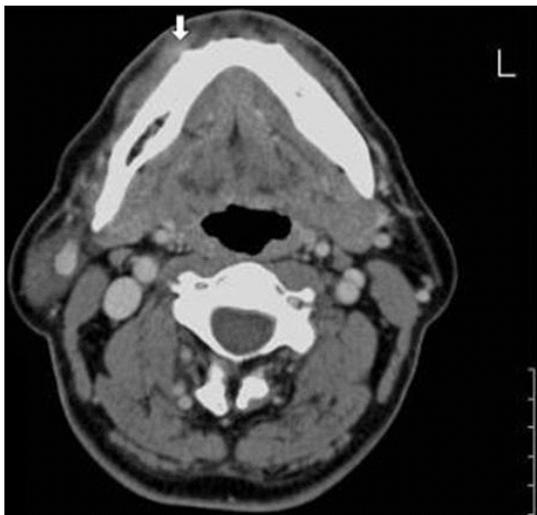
The Neck CT scan shows the mass on right mandibular buccal mucosa adjacent to gingiva (white arrow) which is irregular enhancement.
